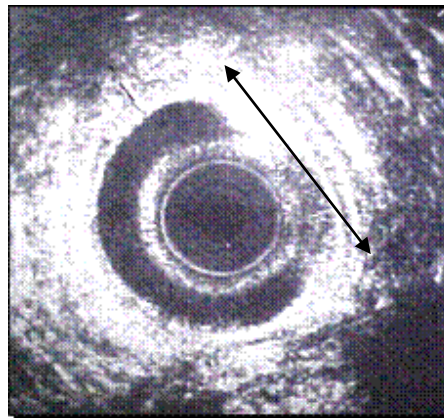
Ecografía endoanal con una lesión esfinteriana por trauma quirúrgico (mostrada por la flecha).
